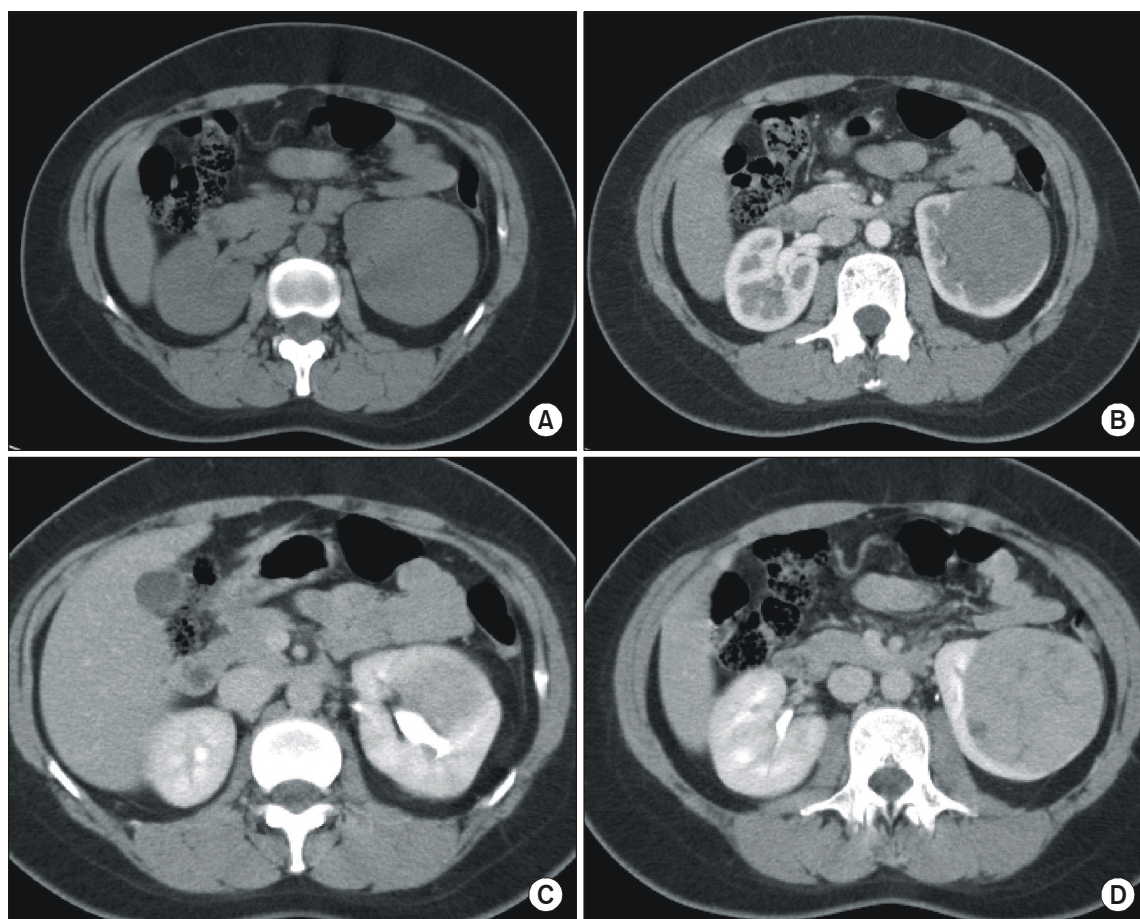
The findings of spiral computed tomography (CT). About 7.5x6.8cm sized solid mass is noted on the lower pole of the left kidney lower pole. The mass shows a well circumscribed margin and a gradually increased and heterogeneous enhancement pattern (A: precontrast phase, B: corticomedullary phase, C: nephrographic phase, D: excretory phase).
